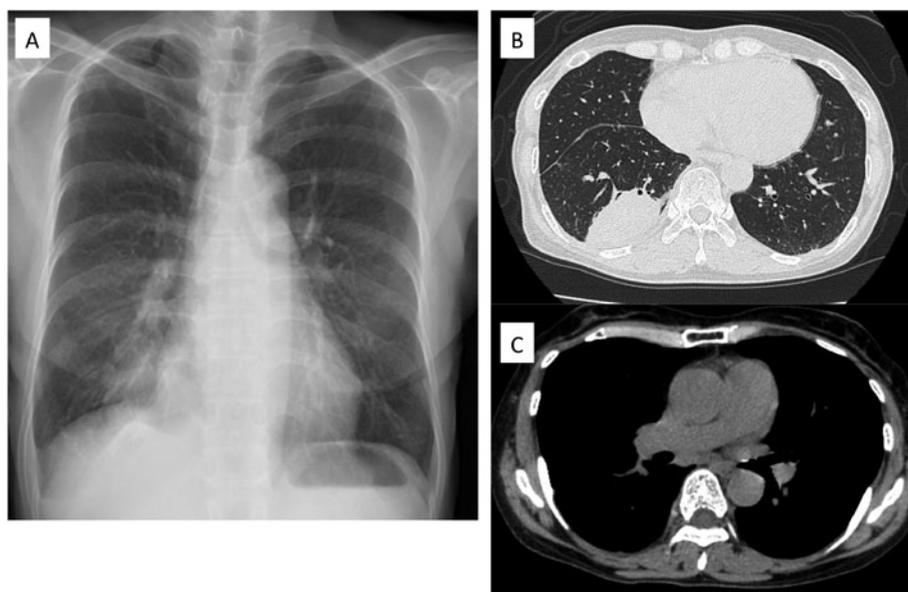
Imaging findings. (A) A chest X ray at first visit shows a nodule shadow in right lower lung. (B) Non-contrast computed tomography reveals a nodule in right S<sup>10</sup>, but (C) enlargement of subcarinal lymph node is not clear.
